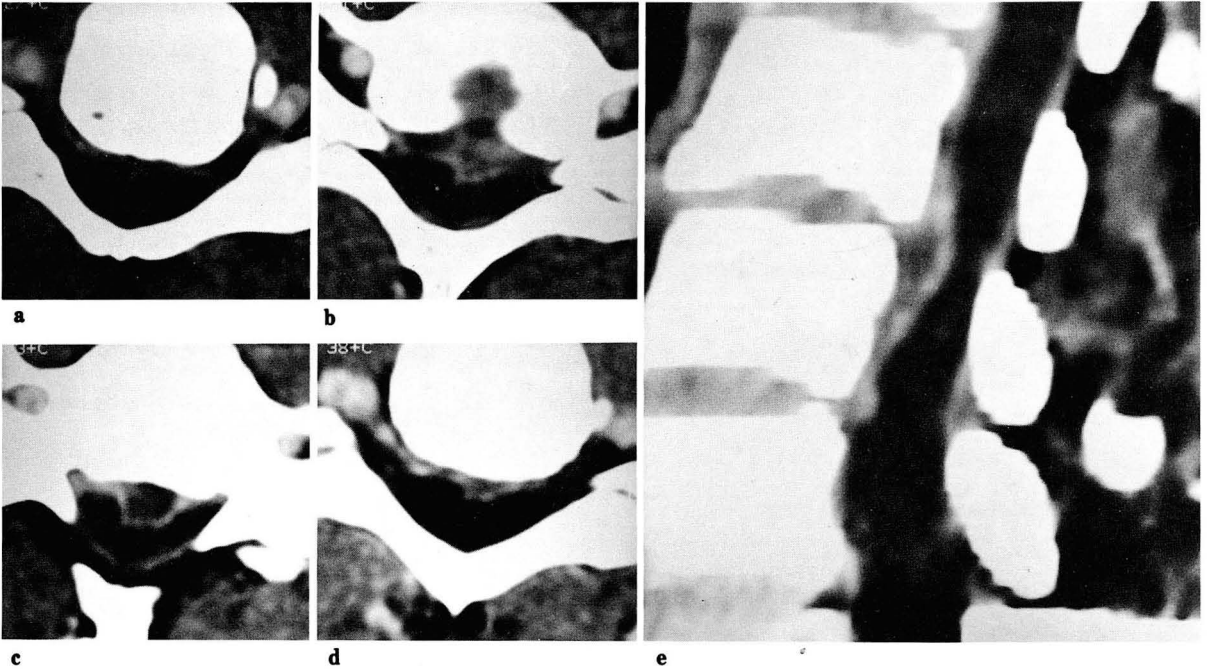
Characteristic CT appearance of large disk herniation on IV CECT
